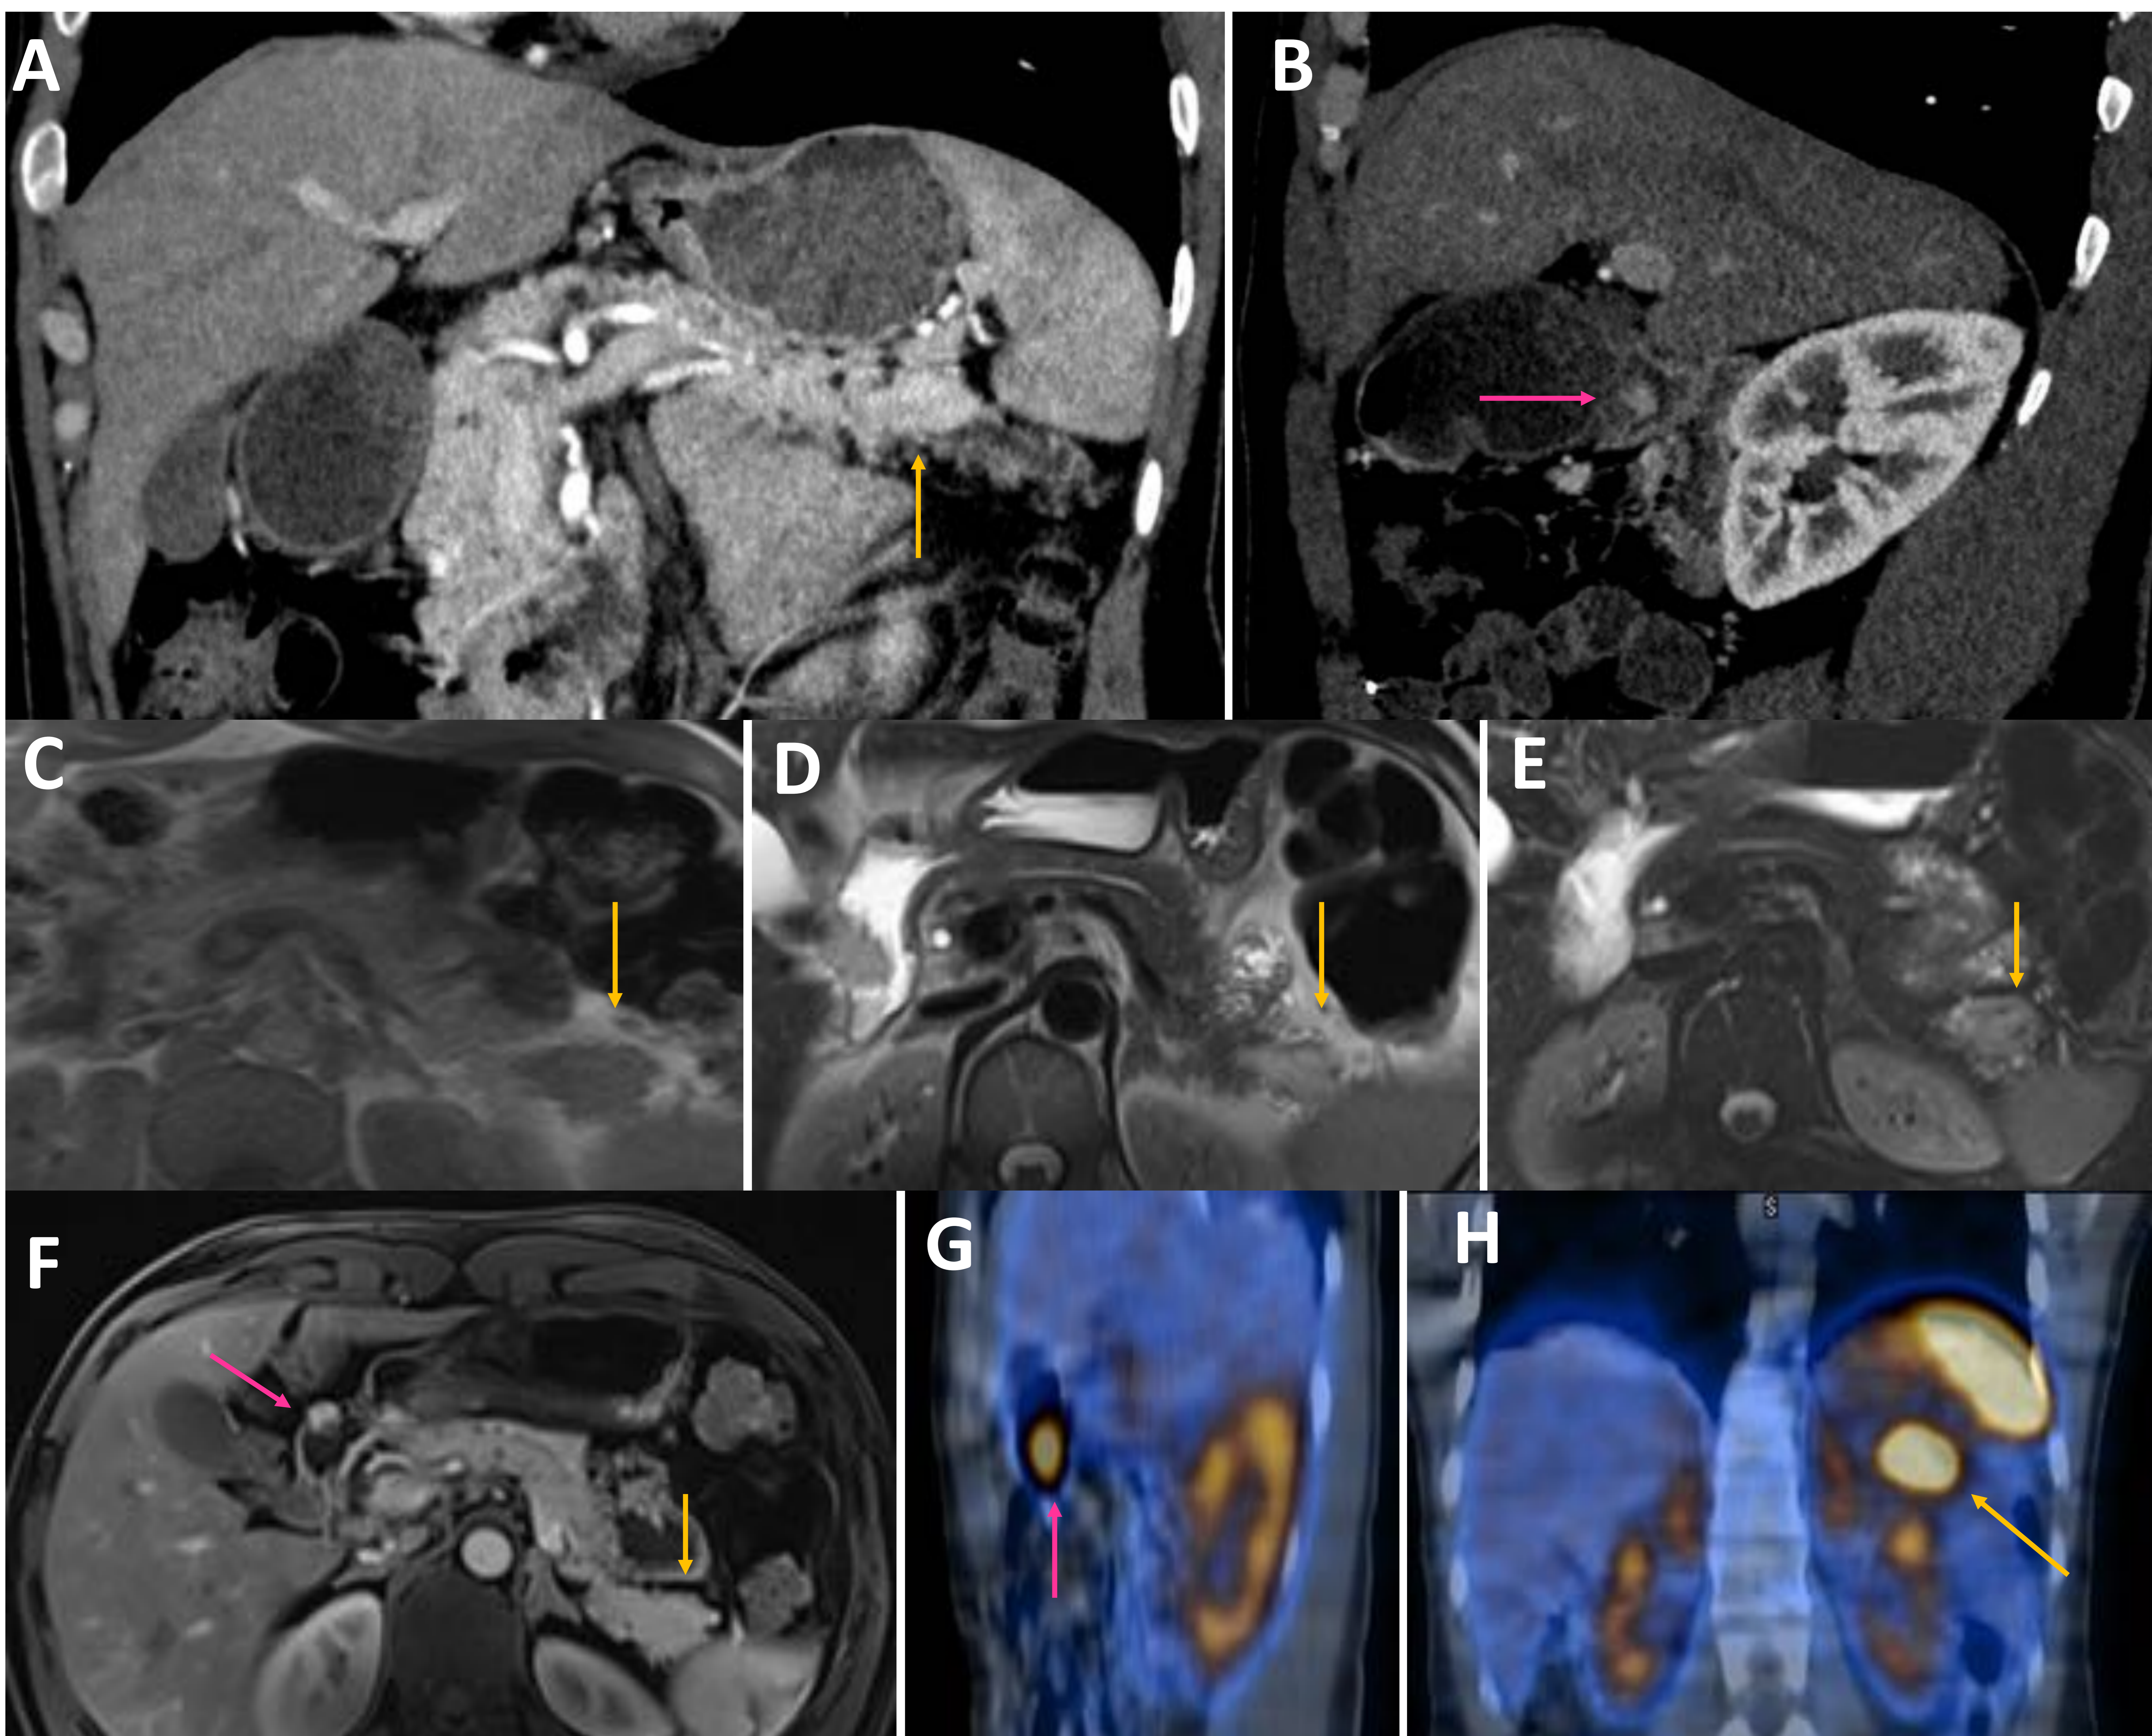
Varón de 29 años con síndrome de MEN 1. La TC muestra un nódulo de márgenes lobulados, homogéneo e hipervascular, que produce dilatación y amputación del conducto pancreático principal y atrofia glandular distal a la masa, sugestivo de TNEp (imagen A). Además también se observa otro nódulo milimétrico, bien definido e hipervascular en el bulbo duodenal, sugestivo de otro TNEp sincrónico (imagen B). En la RM ambos son homogéneos, hipointensos en T1 (imagen C), hiperintensos en T2 (imagen D) y STIR (imagen E) y presentan captación de contraste (imagen F). En el octreoscan, ambos presentan captación del radiotrazador compatible con TNEp-s con receptores de la somatostatina (imágenes G y H). Al tener dos TNEp-s sincrónicos y una edad < 30 años, se le realizó el test genético de MEN1, el cual confirmó el diagnóstico. Los TNEp resultaron ser histológicamente bien diferenciados subtipo G2.
